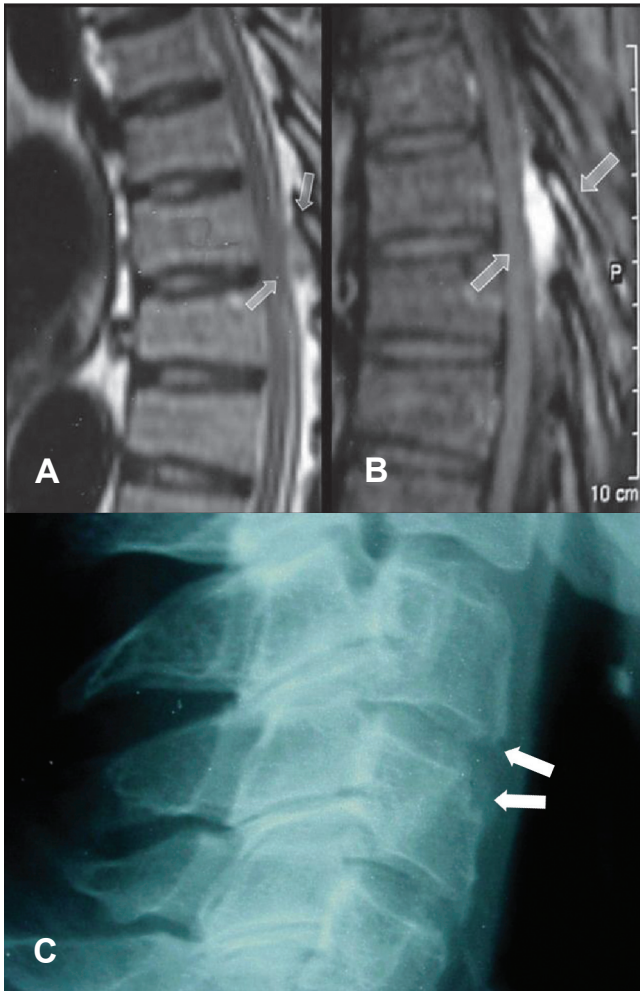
(A e B) Ressonância magnética (RM) de coluna torácica em vista lateral. Note a presença de uma lesão com baixo sinal em T1 indicado pelas setas (A) antes e (B) após a administração de contraste, com realce homogêneo. (de: Hasegawa EM, Goldenstein-Schainberg C, Fuller R.; Rev Bras Reumatol 2007;47(4):300-2). (C) Radiografia lateral da coluna cervical em um paciente com gota tofácea crônica. As setas mostram erosões nos aspectos anteriores dos corpos vertebrais.
